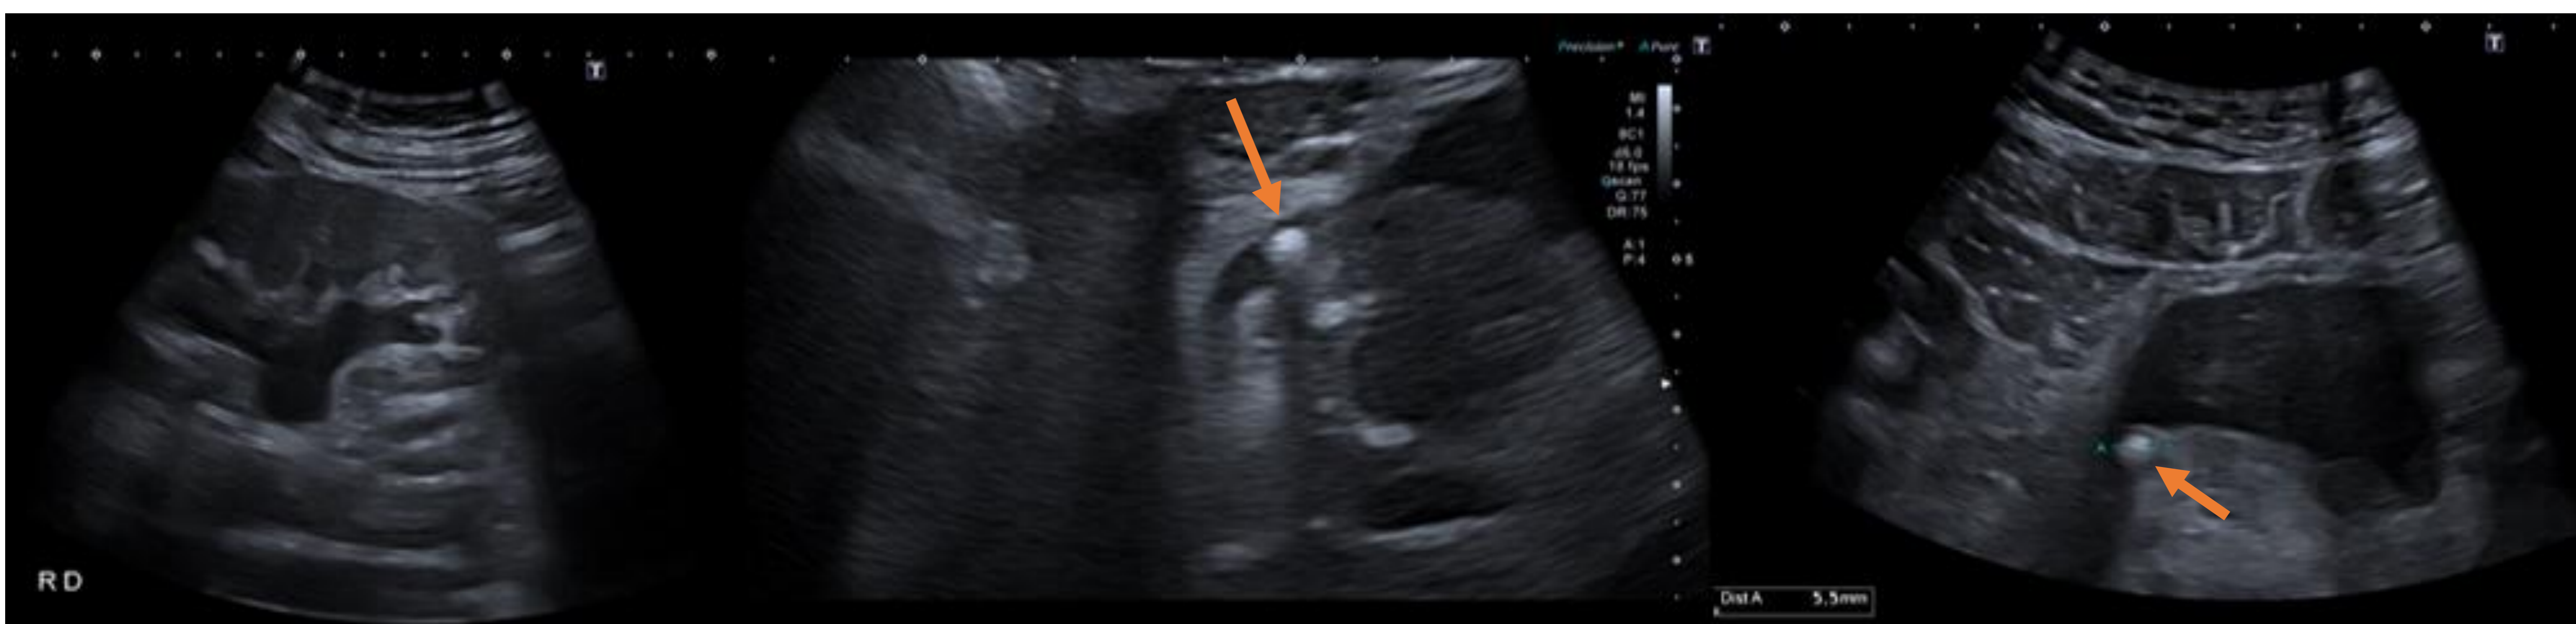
Ecografía: Hidronefrosis grado II renal derecha con litiasis obstructiva de 5mm en meato ureterovesical (flechas).
